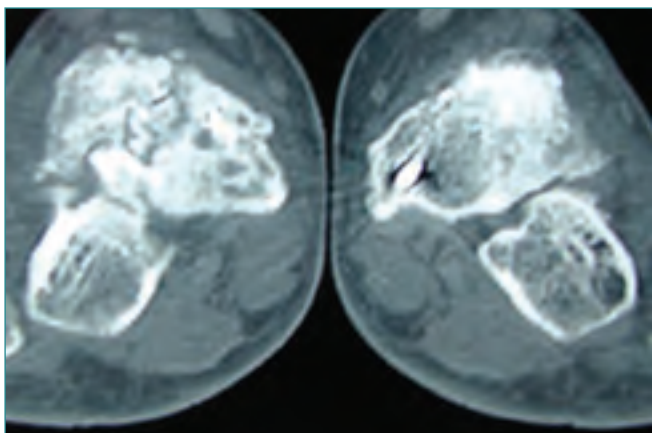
TAC de ambos escafoides tarsianos, donde se ponen de manifiesto necrosis, quistes intraóseos y fragmentación de los mismos.
